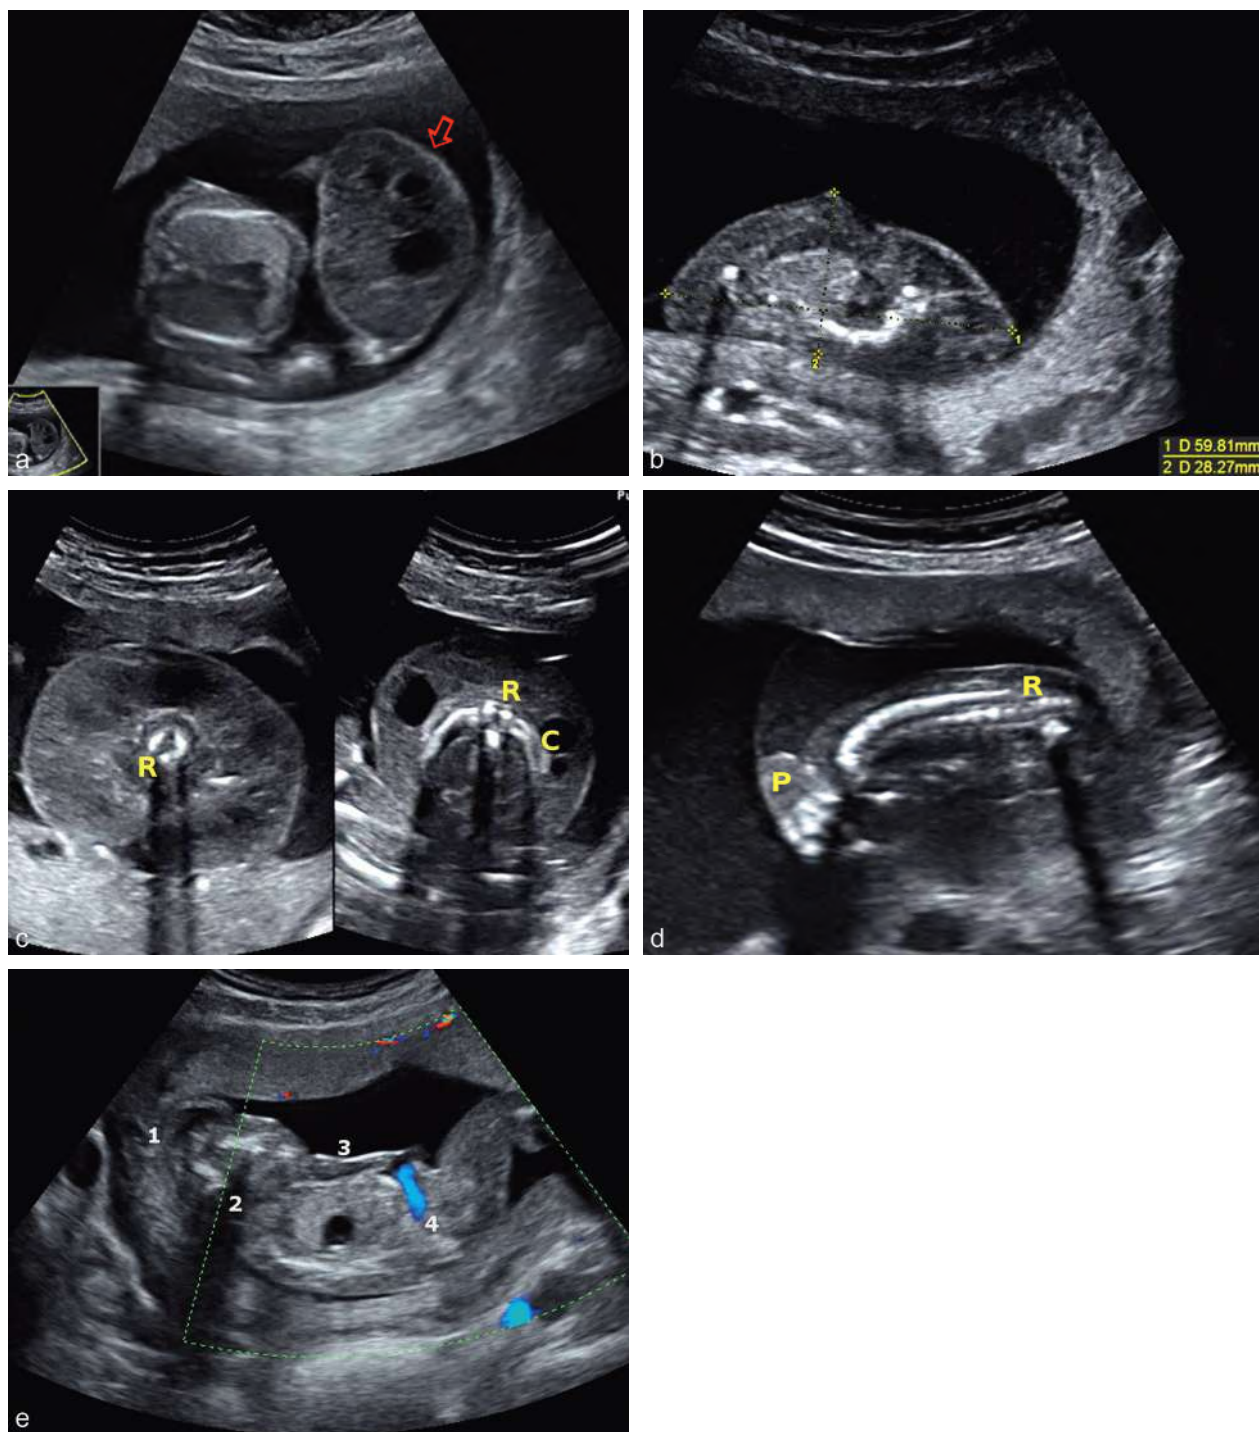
Foetus acardiaque : séquence TRAP. a. 19 SA. Grossesse monoamniotique avec foetus acardiaque (\Rightarrow) à structure bien limitée hétérogène avec plages liquidiennes internes, à proximité du jumeau sain sans zone de jonction. Coupe axiale thoracique du jumeau sain à gauche. b. 15 SA. Grossesse monozygote diamniotique. Foetus acardiaque modelé dans une cavité amniotique en oligoamnios. Une ébauche de structure thoracique est reconnaissable. c. Foetus acardiaque, en coupe axiale, mettant en évidence une ébauche de thorax avec des côtes rudimentaires (C) et des vertèbres thoraciques (R). L'aspect très caractéristique est dominé par l'œdème majeur avec plages liquidiennes incluses (jumeau « amorphe »). d. 22 SA. Le foetus acardiaque se trouve dans une cavité en oligoamnios avec un liquide plus échogène et une cloison fine partiellement plaquée. Un axe rachidien (R) est reconnaissable. Pas de structure crânienne identifiable mais seulement une ébauche de membre (P). e. 18 SA. Foetus acardiaque caractérisé par une absence de développement encéphalique (1) ainsi qu'une absence de cou et de structure cardiaque (2) réalisant un « acardiaque-acéphale ». On note aussi un œdème généralisé (3) et des membres inférieurs courts boudinés. Au niveau ombilical, le Doppler retrouve un flux artériel (4) pulsatile unique et inversé (flux entrant par une artère ombilicale unique).
